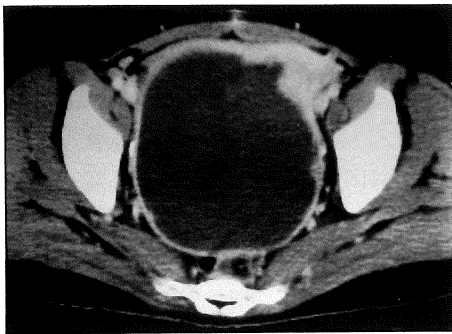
Case 1 : CT shows homogeneous low-density mass.
